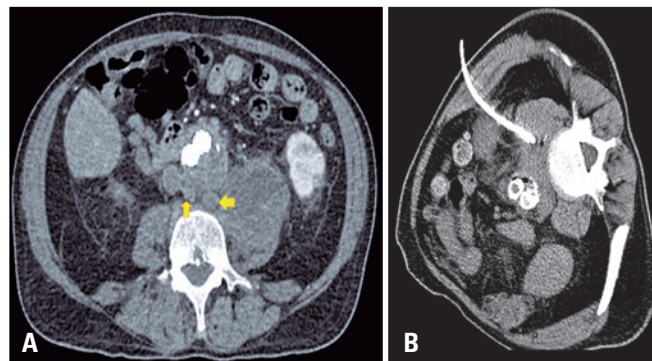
Drenagem percutânea de abscesso perindoprótase. (A) Angiotomografia de abdômen: saco aneurismático com coleção heterogênea infiltrando o músculo psoas esquerdo e linfonodos reativos aumentados retroperitoneais (setas); (B) Drenagem guiada por tomografia com inserção de dreno do tipo pigtail 12F
